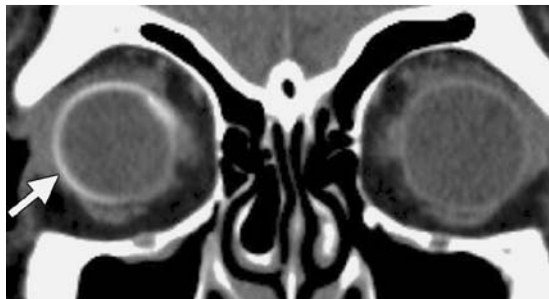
Sklera-Cerclage zur Behandlung der Netzhautablösung bei einem 67-jährigen Mann. Koronare CT-Aufnahme: Cerclage aus solidem Silikon, erkennbar als dünne hyperdense Struktur (Pfeil) rund um den rechten Augapfel.
